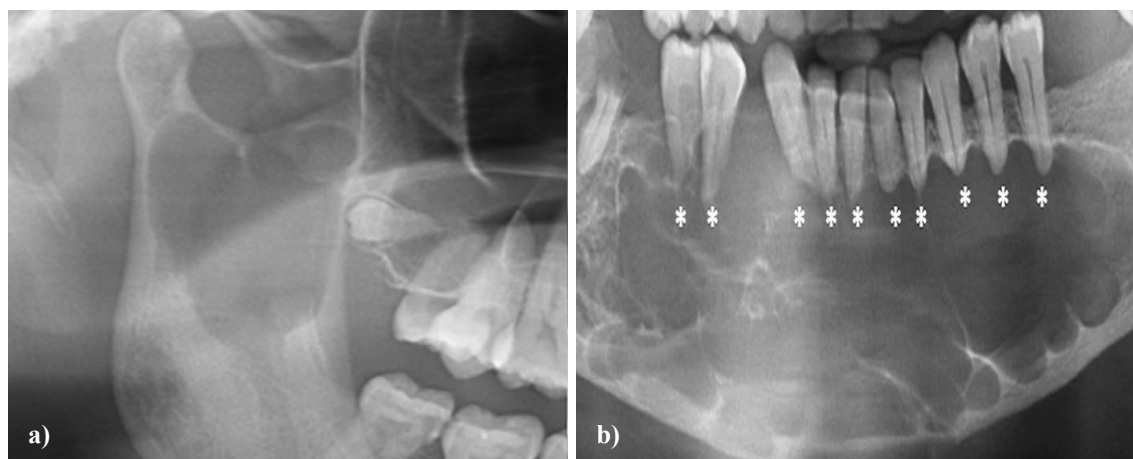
a) Queratoquisto odontogénico – recorte de ortopantomografia com a presença de uma lesão, na região do côndilo mandibular, unilocular e de bordos lisos. b) Ameloblastoma de grande dimensão - recorte de ortopantomografia com lesão multilocular na região anterior mandibular, existindo reabsorção radicular das peças dentárias vizinhas (indicado por asteriscos), adaptado de Kitisubkanchana et al., 2020.
